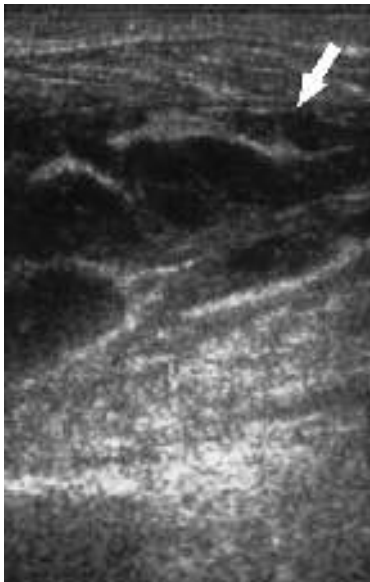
immagine ecografica longitudinale che evidenzia quadro di rhabdomiolisi del muscolo gemello mediale (freccia), con ecostruttura muscolare disomogeneamente iperecogena per la presenza di setti e spot iperecogeni nel suo contesto.
